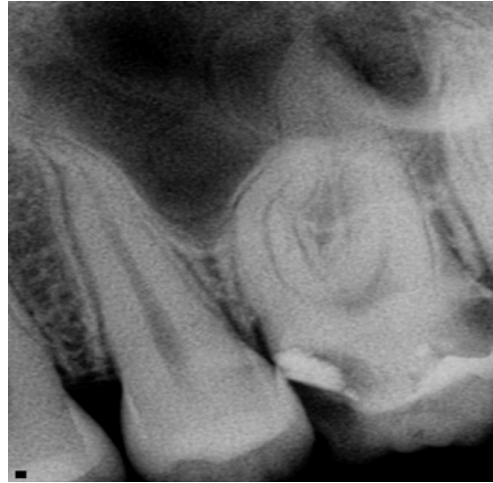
Radiografía convencional preoperatoria del diente #26.
